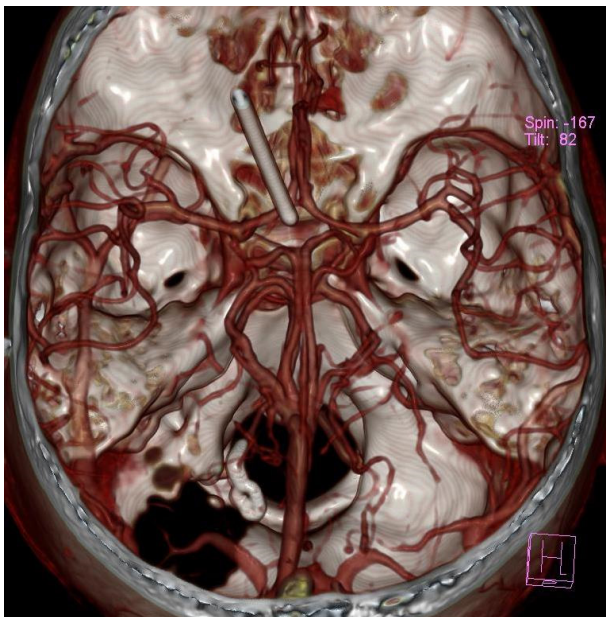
Control CT angiography with complete occlusion of the aneurysm.
